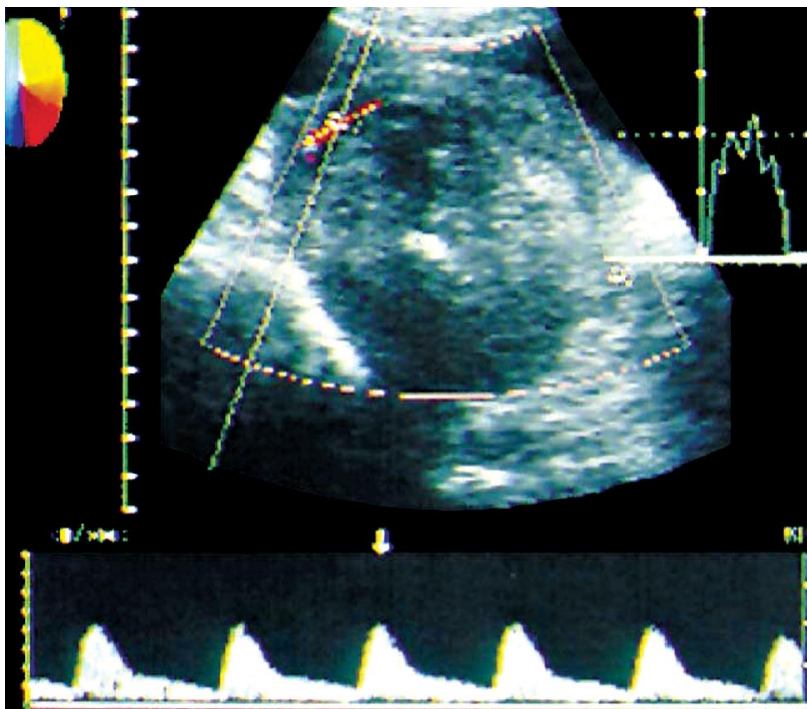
Leiomioma. Doppler colorido com vasos circulares, agrupados na periferia
